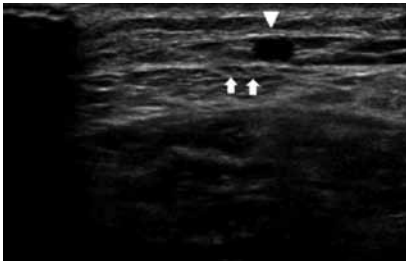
Ultrasonic detection of the risk point: Sural nerve is divided into two cutaneous branches (arrows) and out of the saphenous compartment but cutaneous nerves are not 5 mm away from the small saphenous vein (arrow head).
